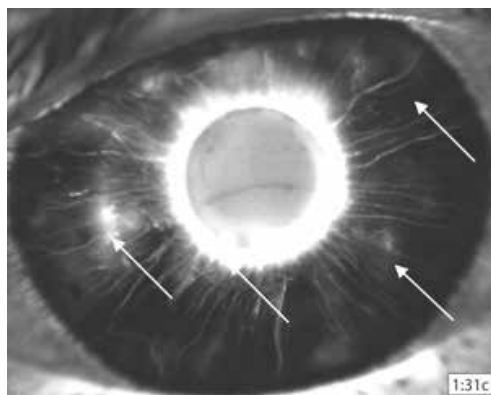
Иридоангиограмма пациента Л. группы 1, 63-х лет: экстрavasация контрастного вещества через стенки радиальных сосудов в строму радужки (очаговая цилиарная иридопатия), симптом «затмения солнца» (диффузная зрачковая иридопатия), зоны ишемии (гиперперфузии).
